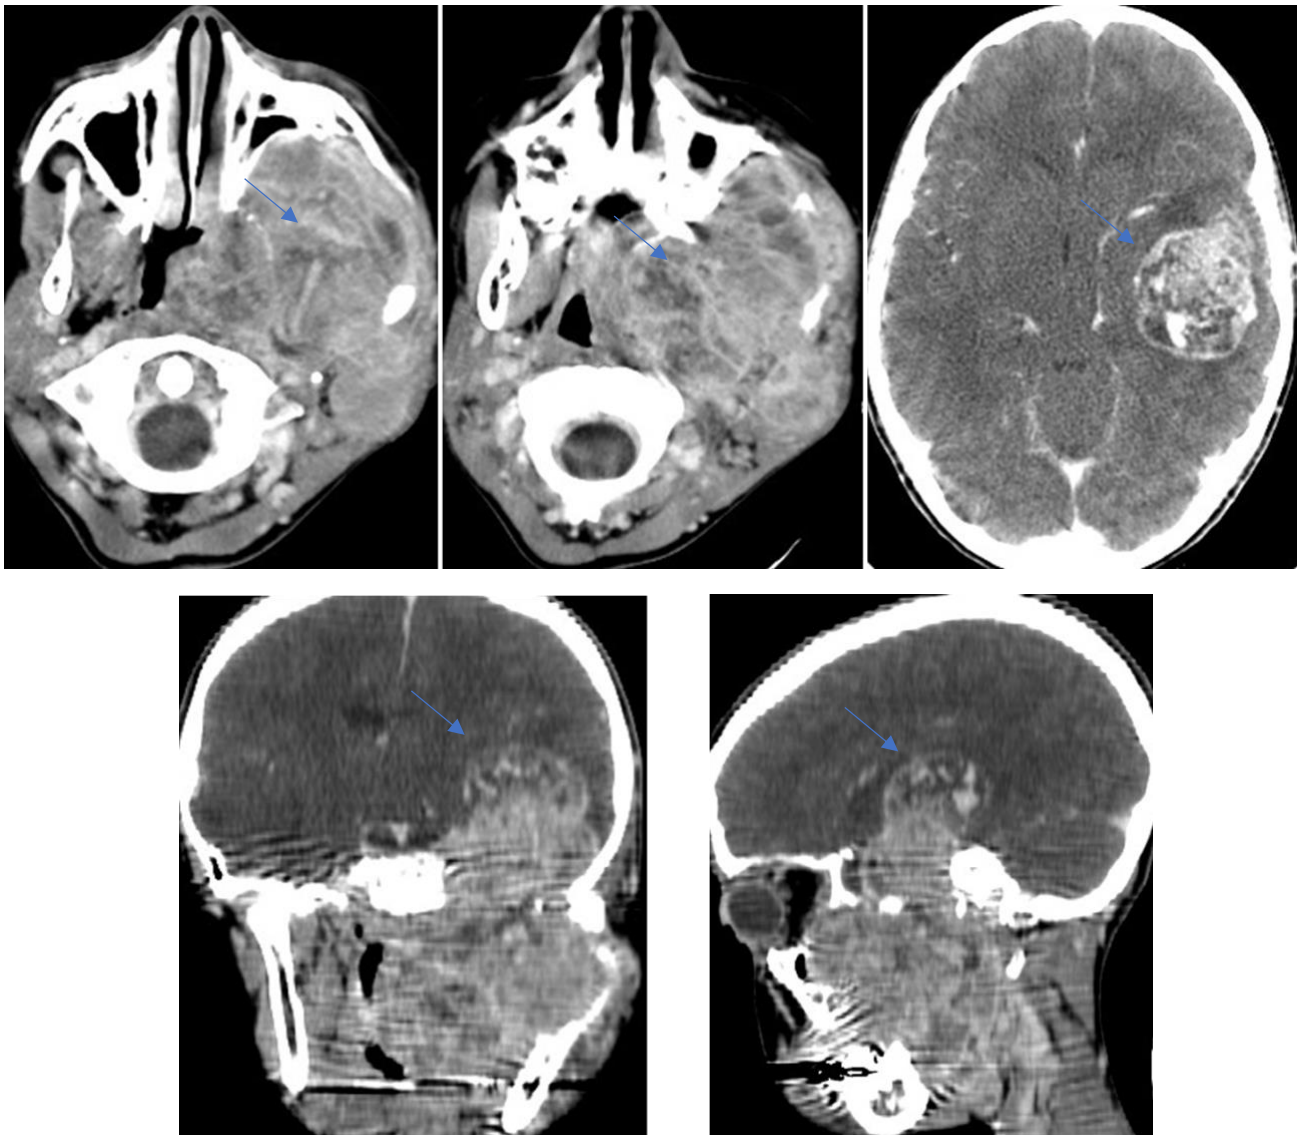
TDM cranio-faciale en coupes axiales après injection de PDC:
